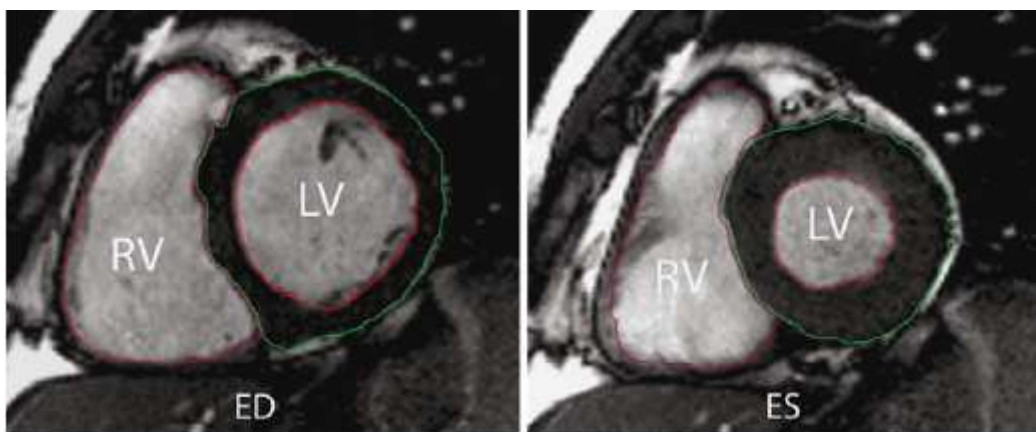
Cine-MRT-Bild einer mittventrikulären Kurzachsenschicht in Enddiastole (ED) und Endsystole (ES). Die roten Konturen markieren die endokardialen Grenzen des LV und des RV. Die grün Konturierung markierte die epikardiale Grenze des LV.
